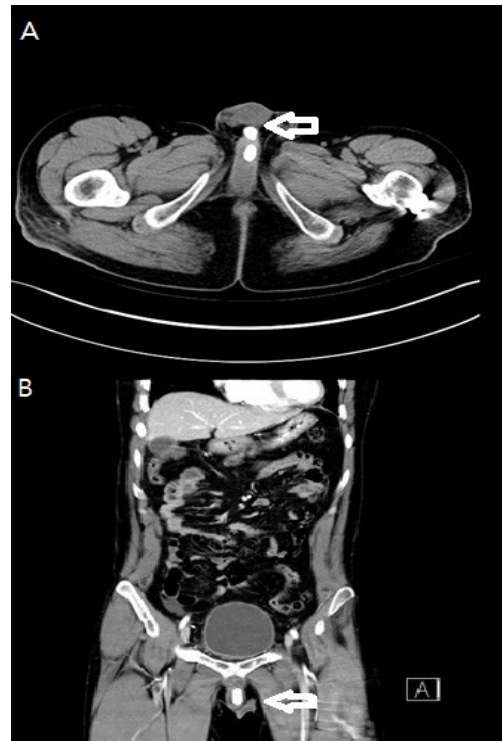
Abdominal Computed Tomography. A: Plane view. B: Coronal view.
